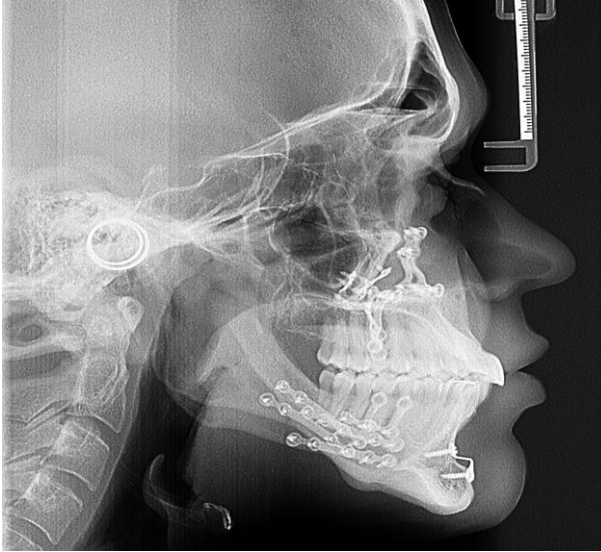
Telerradiografia pós-operatória. Note a ampliação da via aérea no sentido antero-posterior
